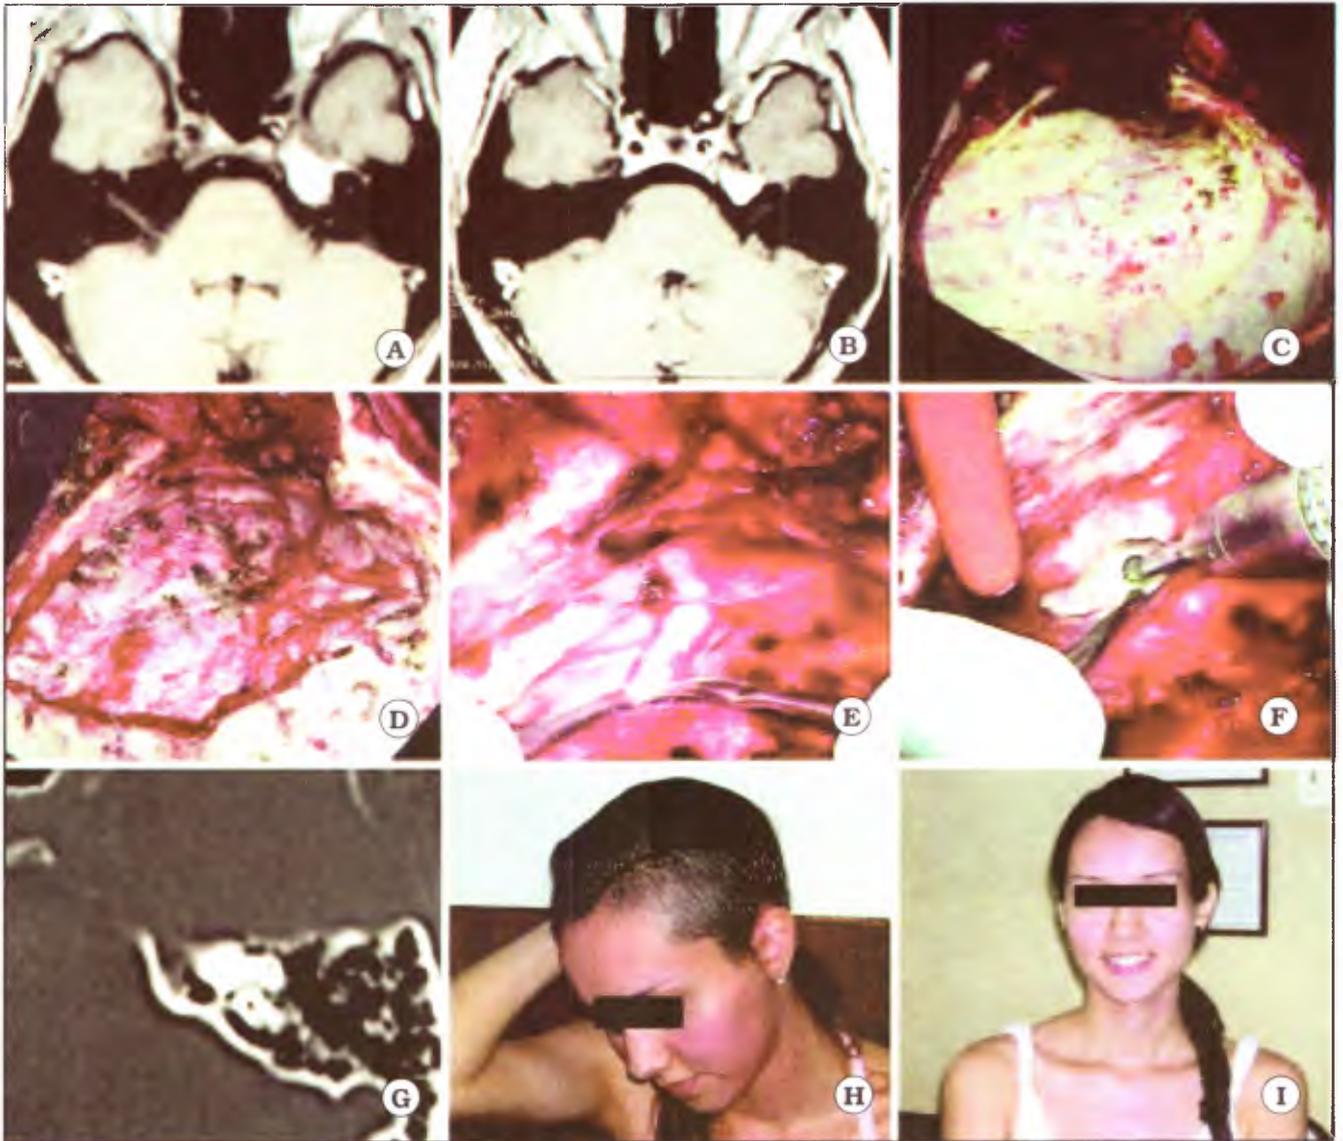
Caso 16 de la Tabla 1. Mujer de 25 años, que presenta un tumor óseo de la punta del peñasco izquierdo. A y B. IRM preoperatoria, corte axial. C. Desinserción y desplazamiento del músculo temporal, a través del espacio dejado por la movilización del arco cigomático. D. Craneotomía temporo-esfenoidal, exponiendo completamente la duramadre temporal lateral. E. Visión extradural; la arteria meníngea media ha sido coagulada y seccionada y han sido expuestos la rama mandibular del nervio trigémino y el nervio petroso mayor. F. La punta del peñasco, medial al nervio petroso mayor, está siendo fresada. G. TAC postoperatoria, corte axial. H e I. Fotos de la paciente luego de la cirugía, mostrando un buen resultado estético.
